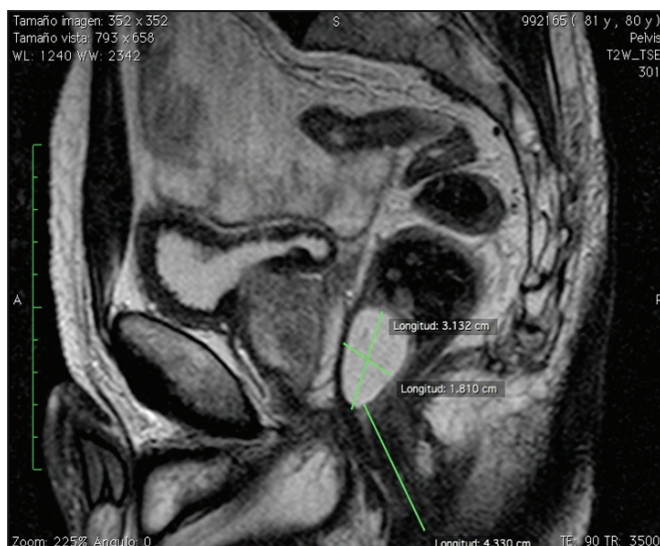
Resonancia magnética: lesión submucosa rectal de aproximadamente 3x2cm, a aproximadamente 4cm del margen anal.
